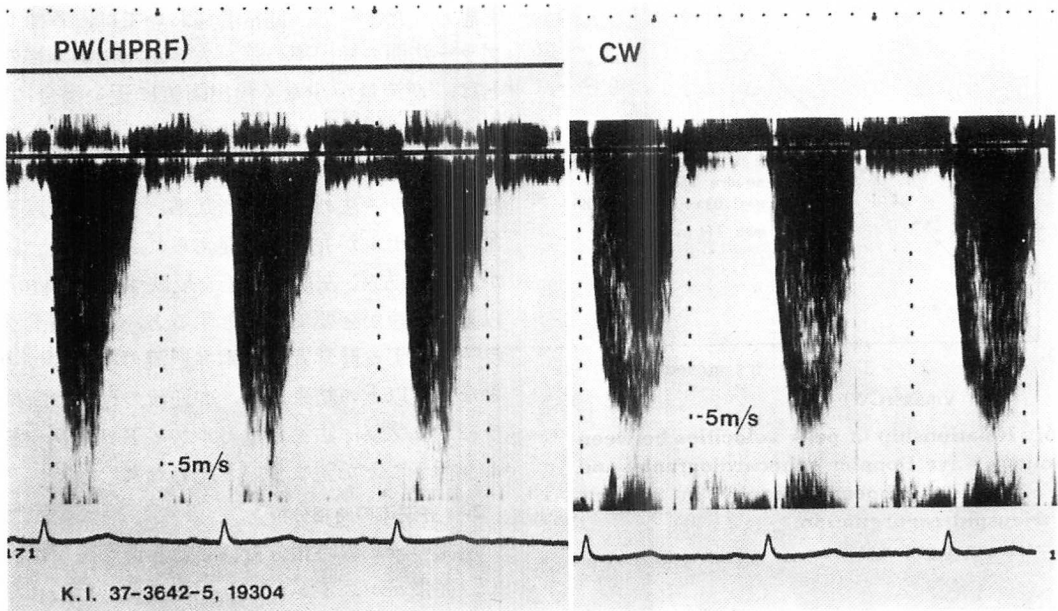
HPRF Doppler (left) and continuous wave Doppler (right) echocardiograms of a patient with severe mitral regurgitation.
